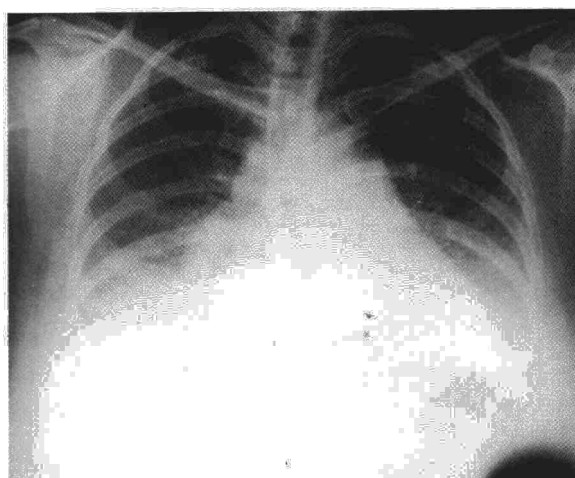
Telerradiografía de tórax de paciente con AAE de cinco meses de evolución. Se pueden observar imágenes micronodulares bilaterales de predominio basal y signos de hipertensión arterial pulmonar.
